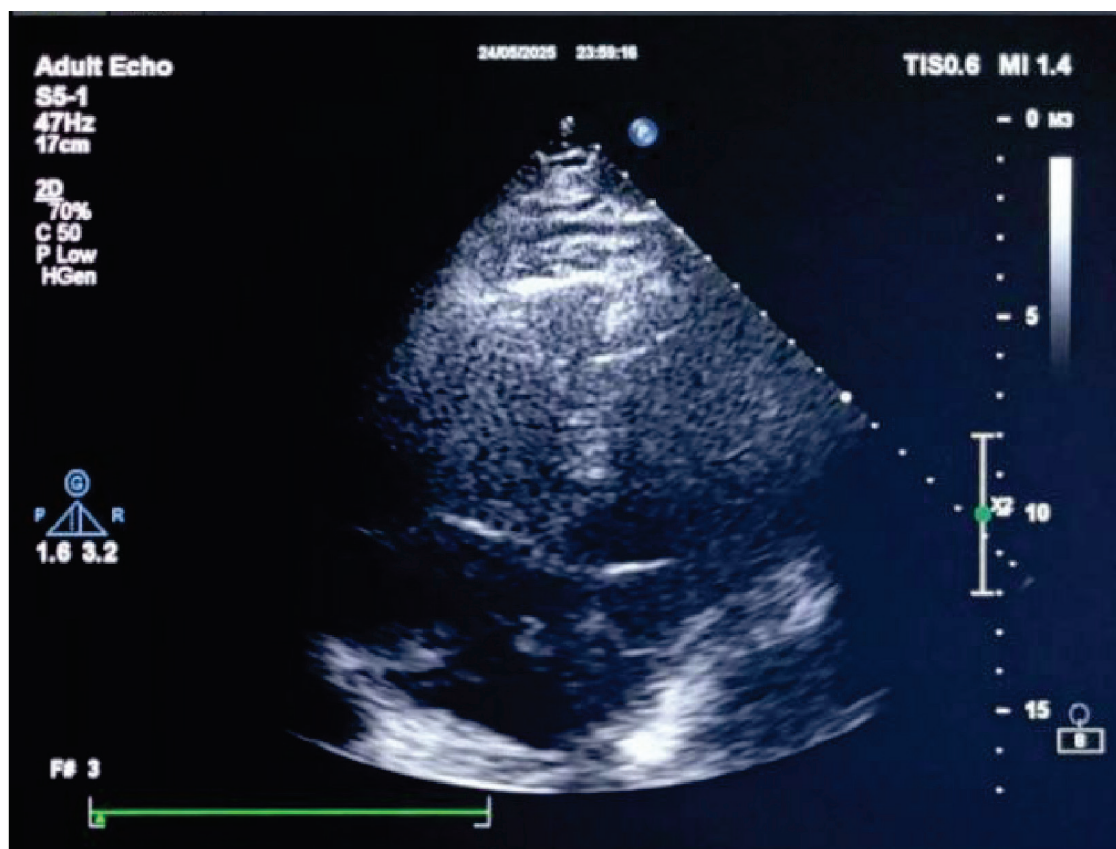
Эхокардиография (до лечения): свободно подвижный тромб размером около 6 см в правом предсердии
